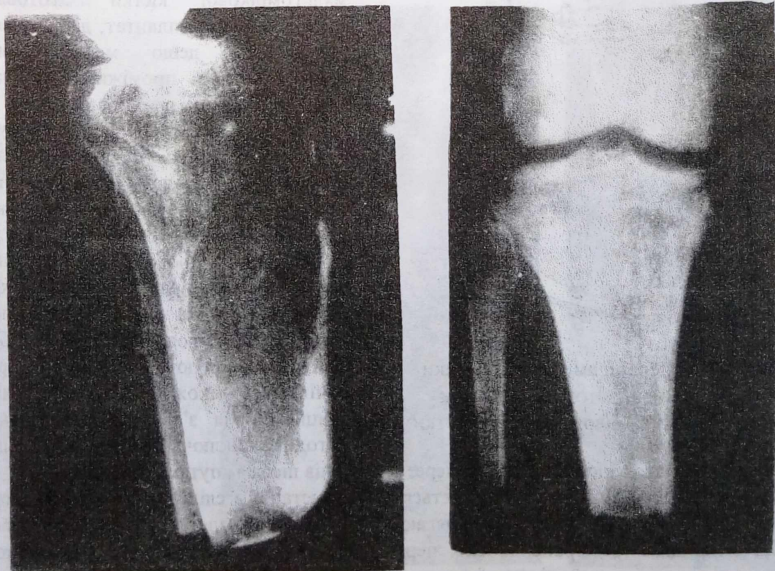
Фото рентгенограм кукс гомілки після кістково-пластичної ампутації з закриттям опилу щільно підігнаним тонким кортикальним трансплантатом. А - 30 днів після операції; Б - 30 днів після операції.
